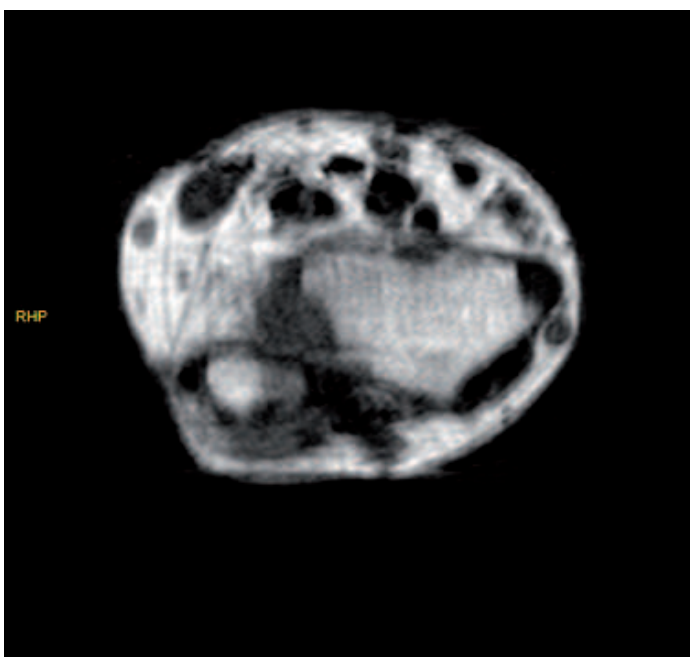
RMN. Corte axial de la articulación radiocubital distal.
